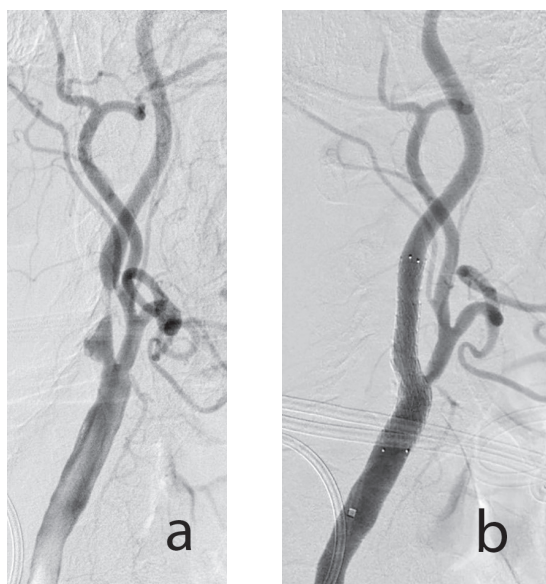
Пример стентирования правой ВСА под контролем ВСУЗИ. а) – исходная ангиограмма правых ОСА-ВСА-НСА с гемодинамически значимым стенозом проксимального отдела внутренней сонной артерии. б) – ангиограмма после имплантации стента в зону стеноза ВСА
